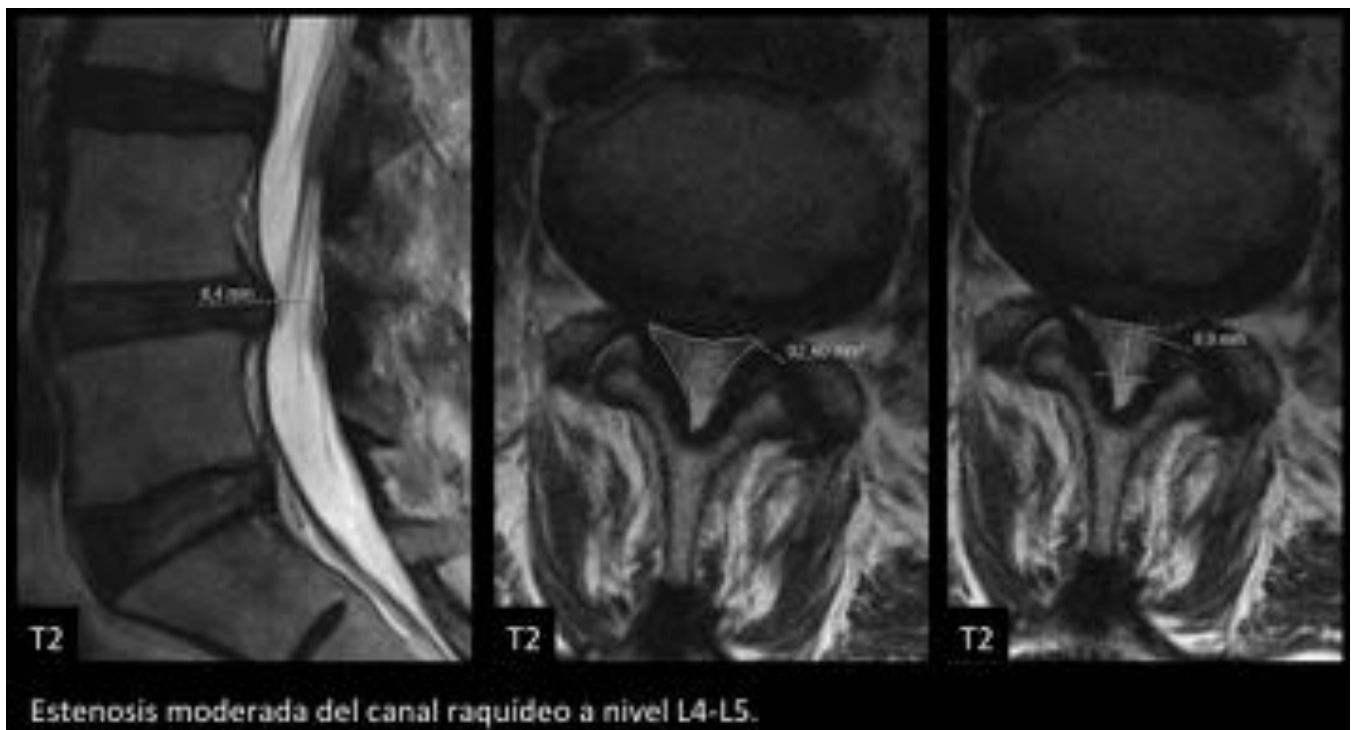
Estenosis de canal raquídeo lumbar: RM.
